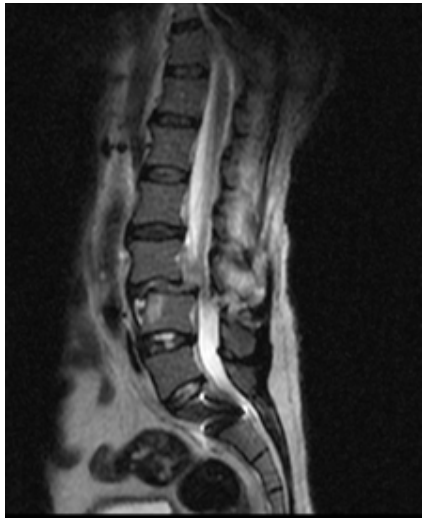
Corte sagital de Tomografia Computadorizada de Coluna Lombar.
